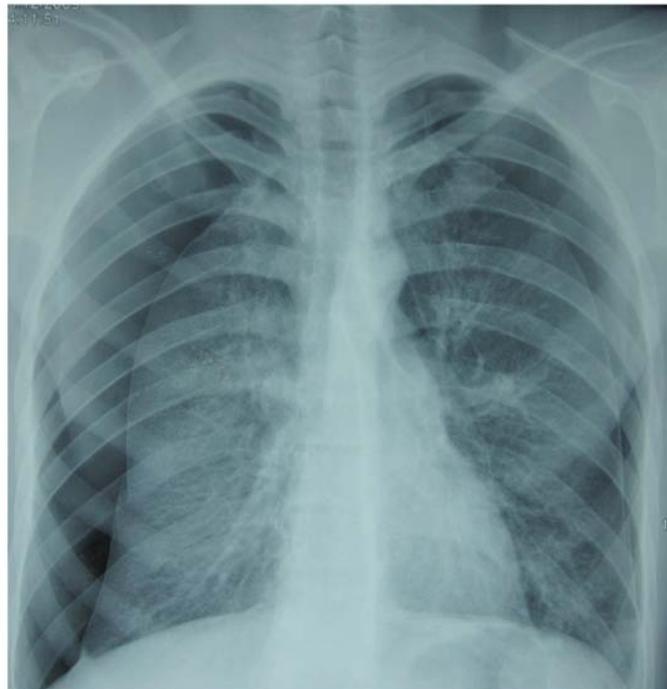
Radiographie thoracique de face objectivant un pneumothorax bilatéral.
